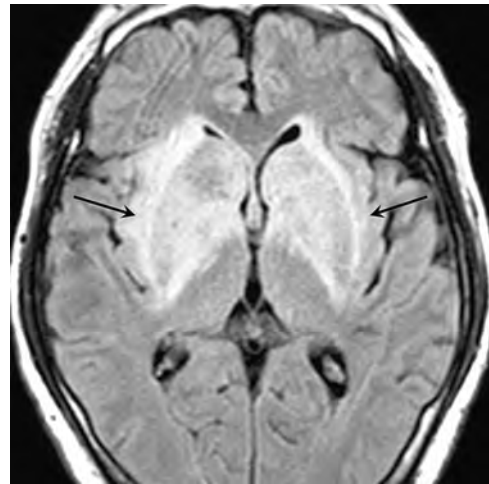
FLAIR 両側レンズ核および尾状核頭部に浮腫性変化を認め, 外包や内包にも及ぶ(→).
